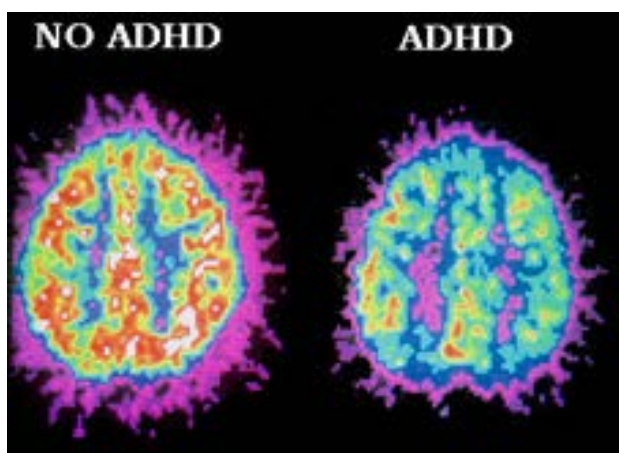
The analyze of the cerebral activity using PET on people with ADHD and without ADHD (after Zametkin et al,1990). In the right side of the image it can be noticed that individuals with ADHD have a less intense brain activity than those without this disorder concerning the activity control. The medical treatment aims to activate these „control” centers.
